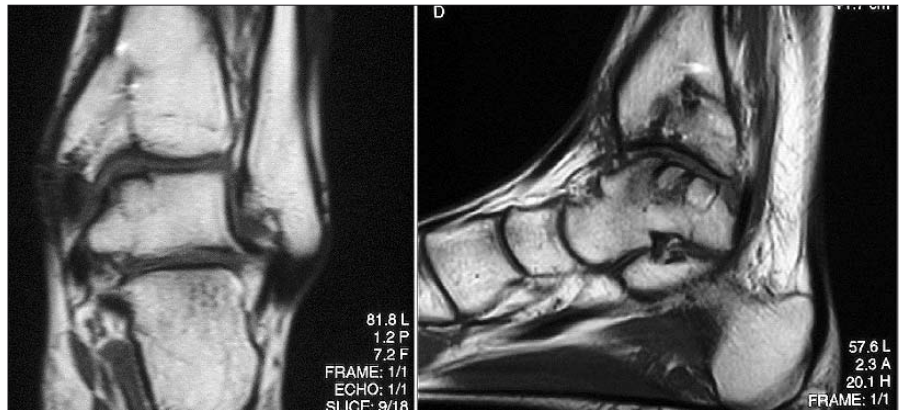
Kernspintomographische Kontrollaufnahme eines oberen Sprunggelenkes in  $T_1$ -Wichtung nach erfolgreicher Integration zweier Knorpel-Knochenzylinder 6 Monate nach Transplantation.
